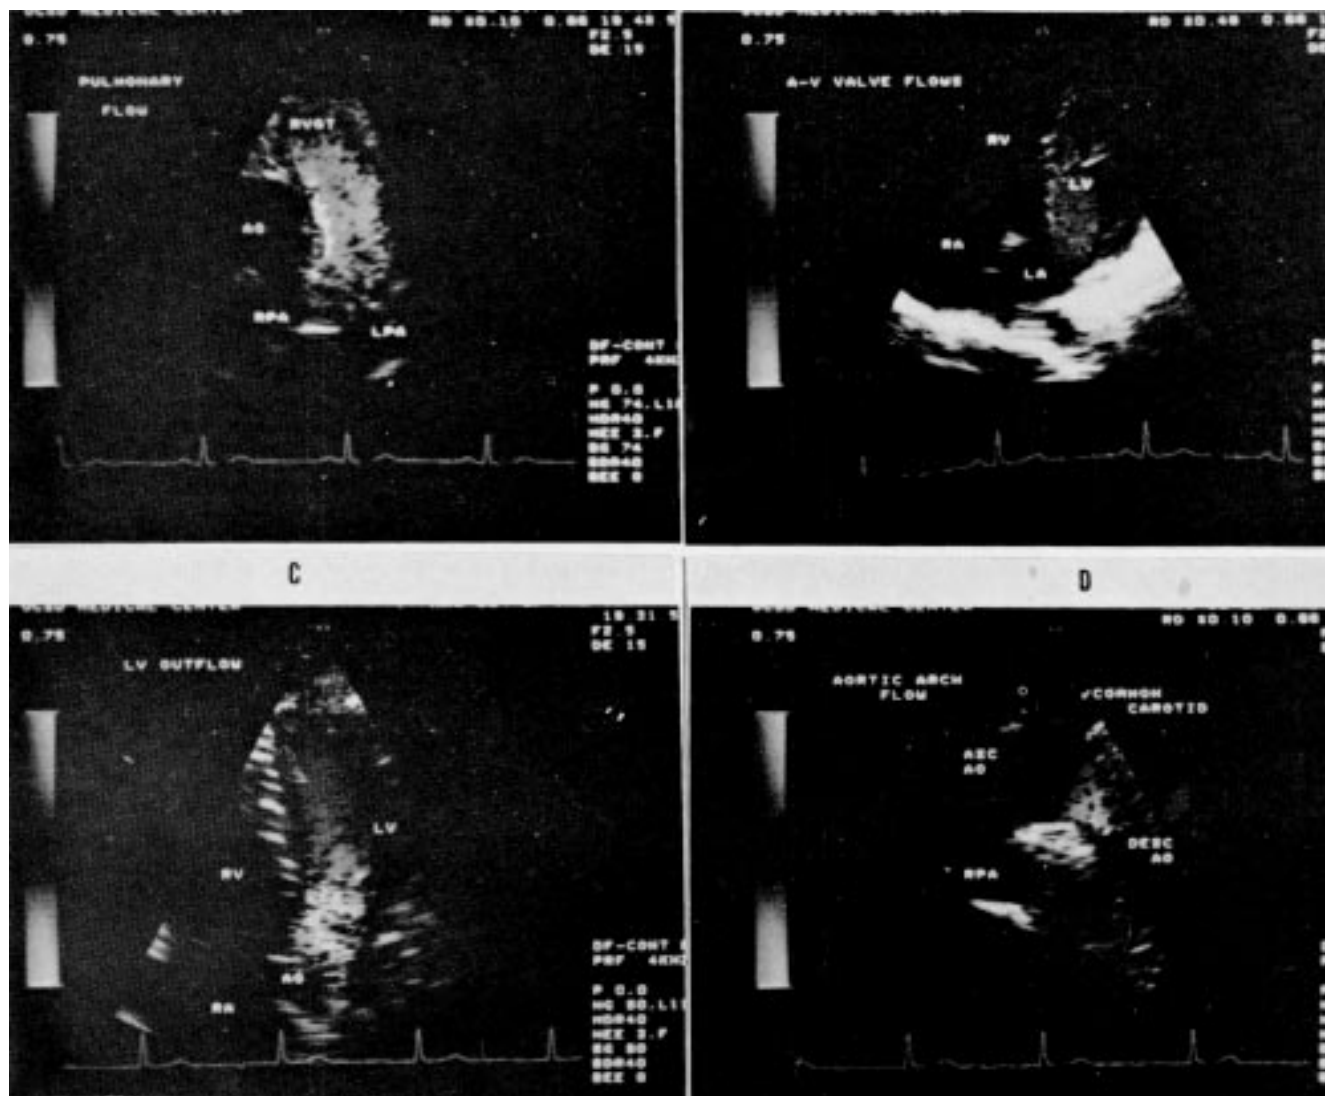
Posição paraesternal eixo menor ao nível dos grandes vasos mostrando o trato de saída do ventrículo direito e artéria pulmonar. O fluxo pulmonar é codificado em azul e apresenta uma zona central de "aliasing" (zona de fluxo em vermelho no interior da artéria pulmonar); B) Posição apical 4 câmaras mostrando o fluxo de via de entrada do ventrículo direito e ventrículo esquerdo ambos codificados em vermelho (em direção ao transdutor); C) Posição apical 4 câmaras com aorta mostrando o fluxo de via de saída do ventrículo esquerdo em azul. Observa-se uma zona de "aliasing" ao nível da valva aórtica; D) Posição supraesternal eixo maior demonstrando o fluxo na aorta ascendente, codificado em vermelho, e o fluxo na aorta descendente em azul. Observa-se o fenômeno de ausência de cores na croça da aorta devido a "dependência de angulação". Ao = aorta; rvot = trato e saída do ventrículo direito; rpa = artéria pulmonar direita; lpa = artéria pulmonar esquerda; ra = átrio direito; la = átrio esquerdo; rv = ventrículo direito; lv = ventrículo esquerdo; av = atrioventricular; asc ao = aorta ascendente; desc ao = aorta descendente. (Reprodução em branco e preto).
